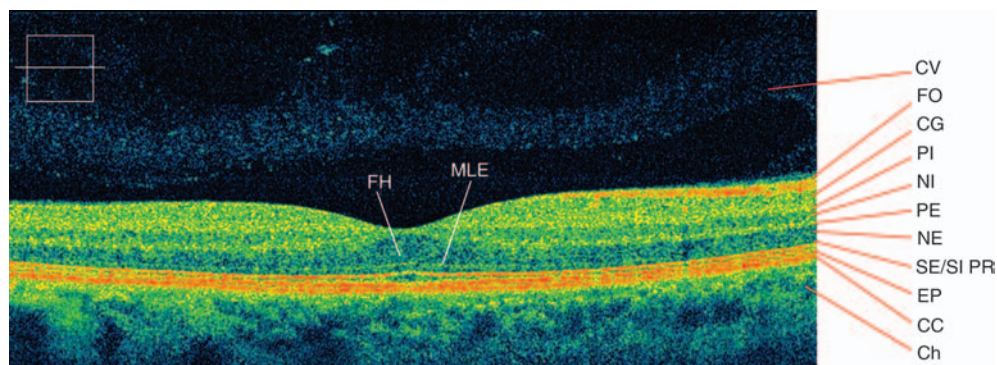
Coupe optical coherence tomography (OCT) de haute résolution obtenue avec le Cirrus HD-OCT™ de Carl Zeiss Meditec. Définition longitudinale de 4 000 pixels et axiale de 1 024 pixels. Macula normale. On reconnaît les structures suivantes. CV : corps vitré ; FO : couche des fibres optiques ; CG : couche des cellules ganglionnaires ; PI : couche plexiforme interne ; NI : couche nucléaire interne ; PE : couche plexiforme externe ; NE : couche nucléaire externe ; SE/SI PR : ligne de jonction des segments externes/segments internes des photorécepteurs ; EP : épithélium pigmentaire ; CC : choriocapillaire ; Ch : choroïde. FH : couche des fibres de Henle ; MLE : membrane limitante externe.
